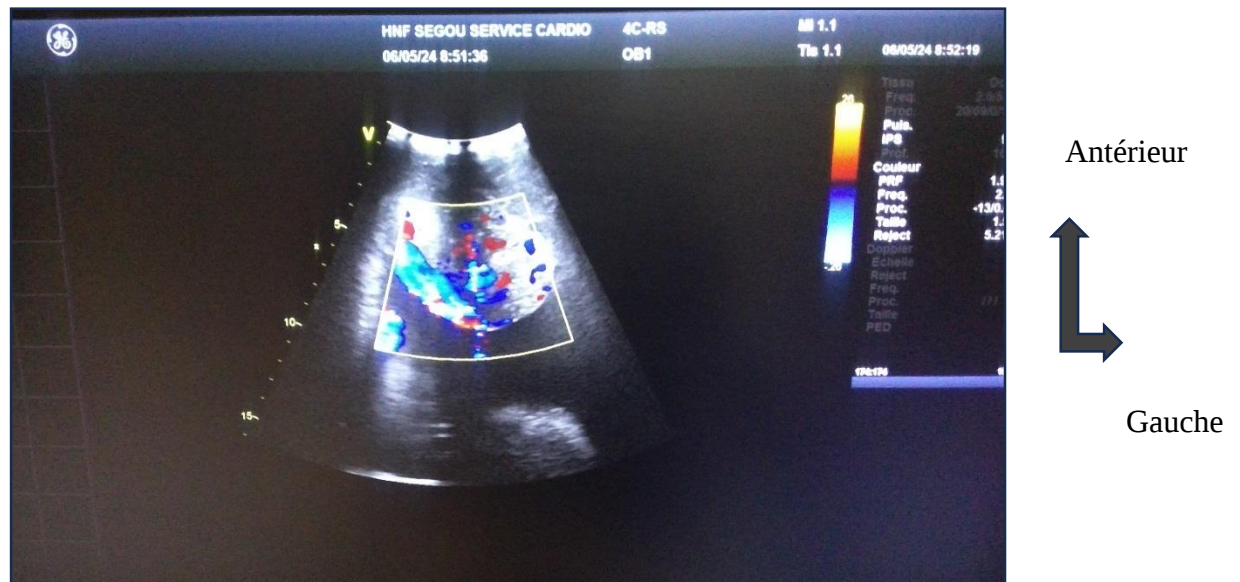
Image échographique réalisée à la date du 06/05/2024 où il avait manqué l'identité et l'âge du patient
